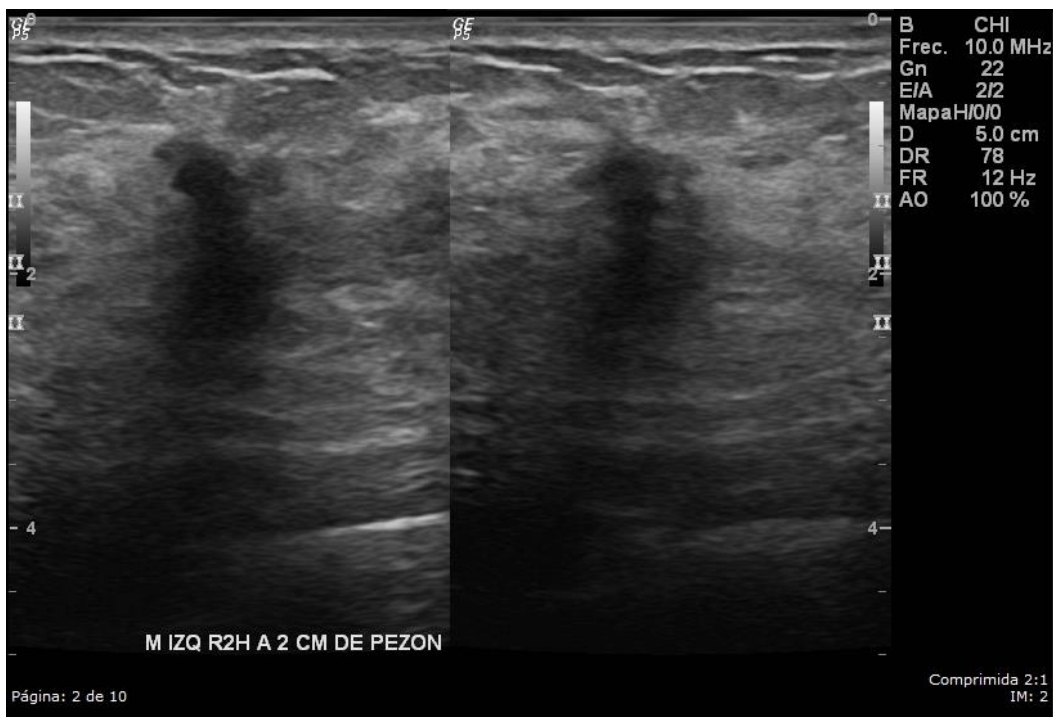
Carcinoma lobulillar invasivo de patrón clásico en una mujer de 54 años. Ultrasonido mamario que muestra una masa de forma irregular, orientación no paralela, margen indistinto, hipoecoica y sombra posterior. Ésta masa fue categorizada como BI-RADS 5.
